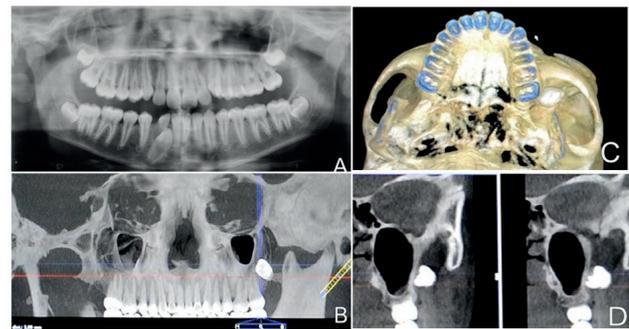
A: Radiografia panorâmica pré-operatória mostrando o germe do dente 28 em posição intraóssea profunda; B: Tomografia computadorizada mostrando a posição do dente deslocado; C: Imagem tridimensional mostrando o dente deslocado na região do espaço bucal esquerdo; D: Corte axial mostrando o dente deslocado em contato com a parede lateral do seio maxilar.
